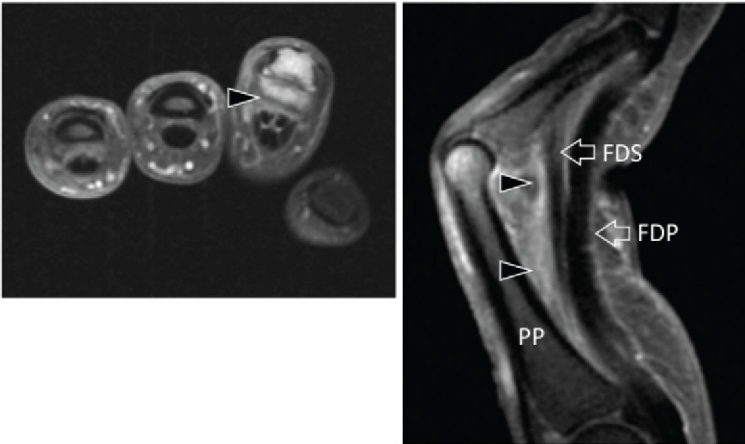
Aspect IRM d'une rupture des poulies A2 et A3 du 3^e doigt.
